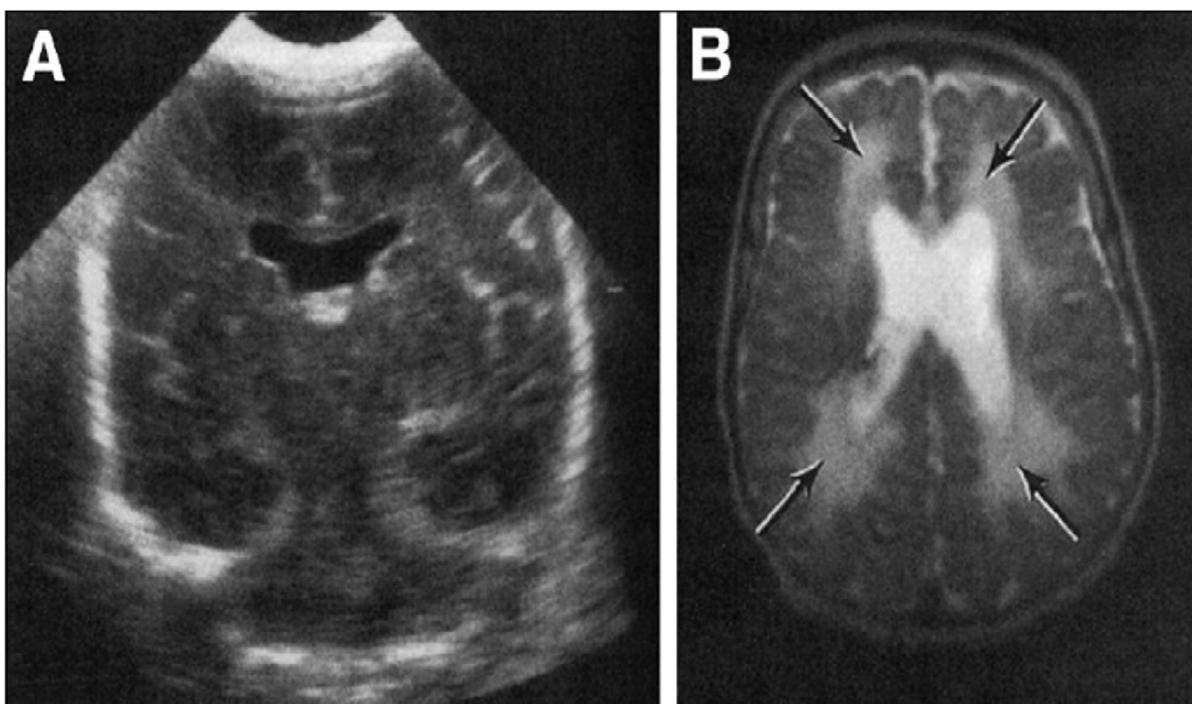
Recién nacido de peso extremadamente bajo evaluado a su equivalente de término. A. Ultrasonido transfontanelar que muestra una ecogenicidad normal. B. Imagen de RM en secuencia T2 que muestra una intensidad de señal alta difusa en la sustancia blanca (flechas). Tomado de: W. Thomas Bass. Periventricular Leukomalacia. NeoReviews 2011; 12; e77.
